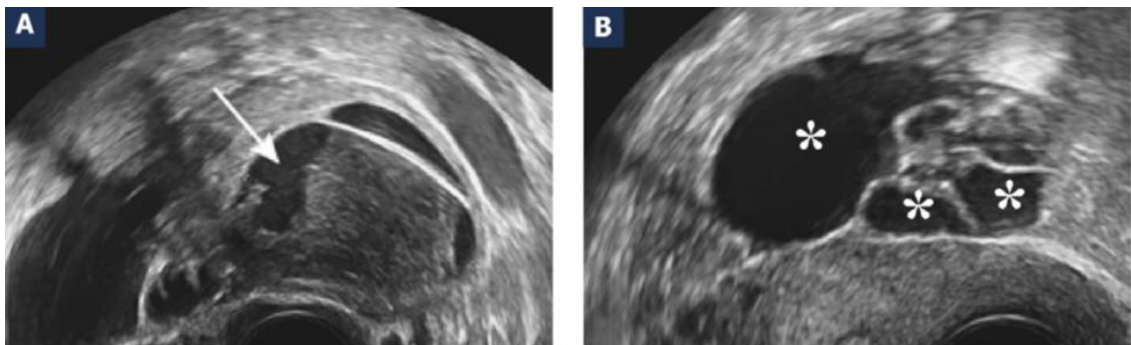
Dystrophie macro-polykystique en échographie D'après M.Bazot et al (Bazot et al. 2016)
